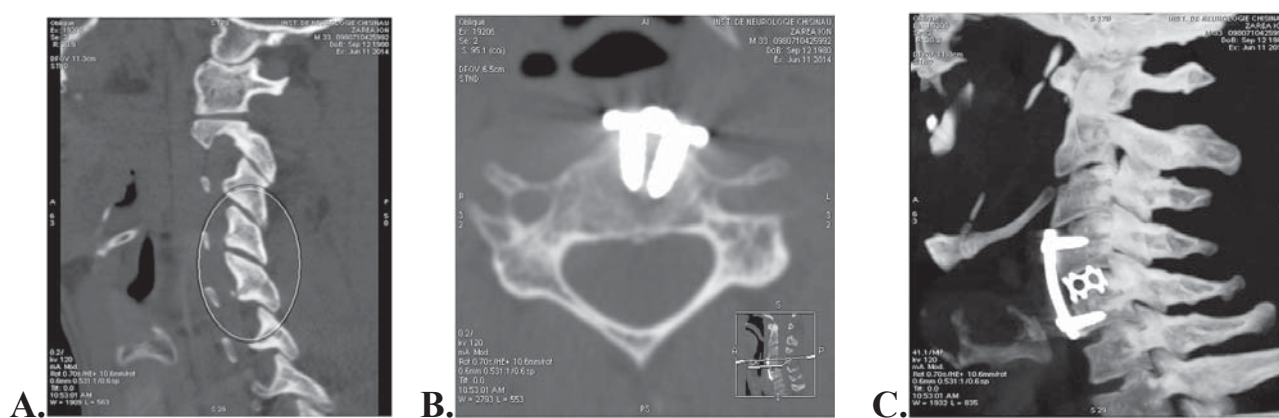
A, B, C. Tomografie computerizată a coloanei vertebrale, regiunea cervicală după intervenția chirurgicală de reducere a luxației și fixarea anterioară la nivelul C4 – C5. Stare postoperatorie după anterospondilodeză cu plăci și șuruburi metalice C4-C5, plus aplicarea „cage”-ului intersomatic la acest nivel.
